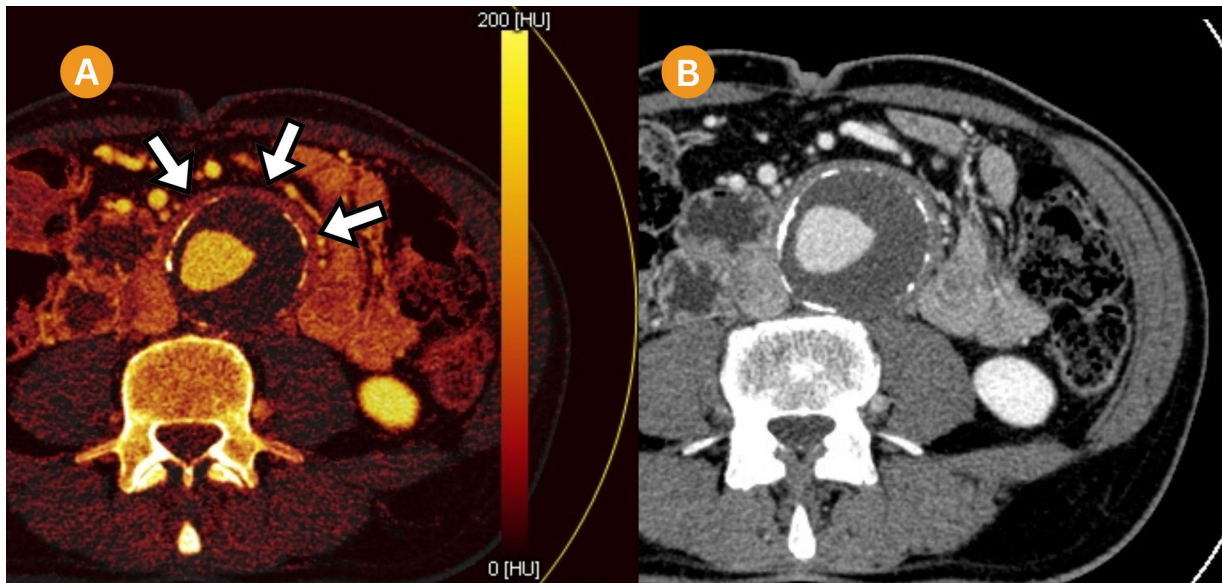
Imágenes axiales de TC abdominal en fase portal (B) y con energía dual (A). Realce en la pared aórtica en el mapa de yodo (flechas blancas) delimitando de manera más precisa la zona de mayor actividad inflamatoria en comparación con la TC convencional.
